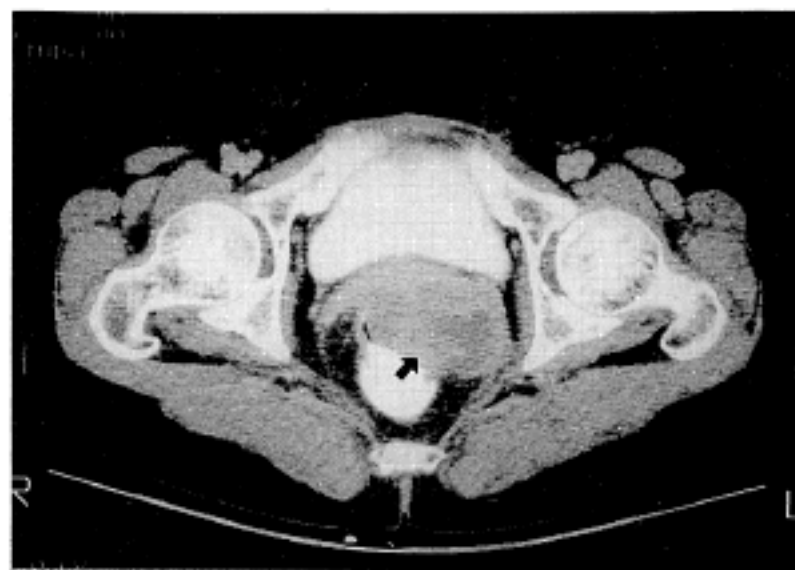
Abdominopelvic CT showing about 7×5 cm sized well defined hypodense mass (black arrow) in left posterolateral portion of the vagina with necrosis.
